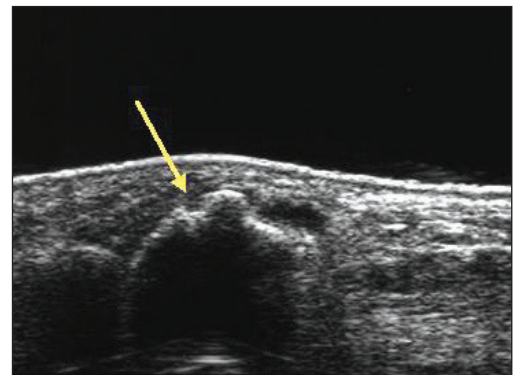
Erosione di una testa metacarpale visibile in ecografia.
